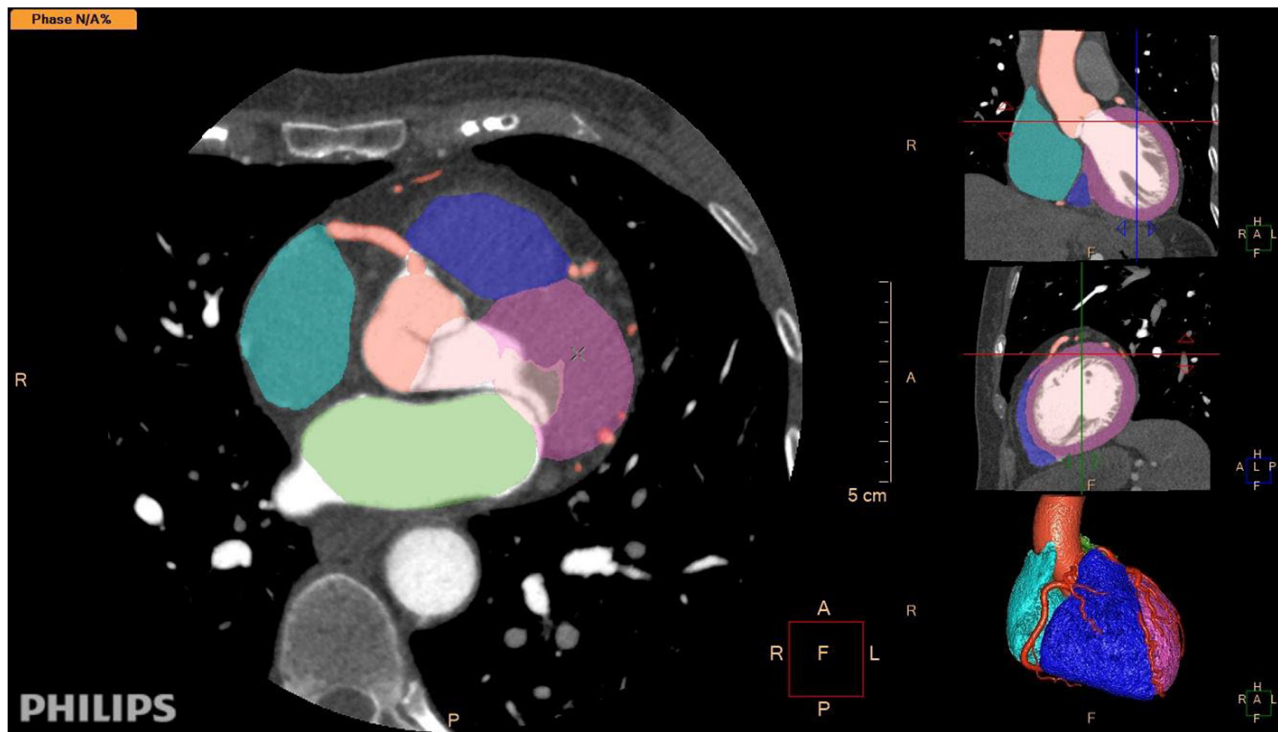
Segmentación automática de una tomografía cardiovascular con contraste. El *software* reconoce las cavidades cardíacas, el miocardio, las coronarias y la aorta ascendente, segmenta con diferentes colores cada una de ellas y la imagen puede ser editada y corregida por el profesional. *Software*: IntelliSpace Portal. Image and Information Management Software. Version 12.1. Philips Medical Systems Nederland B.V. Veenpluis 6, 5684 PC Best, The Netherlands
